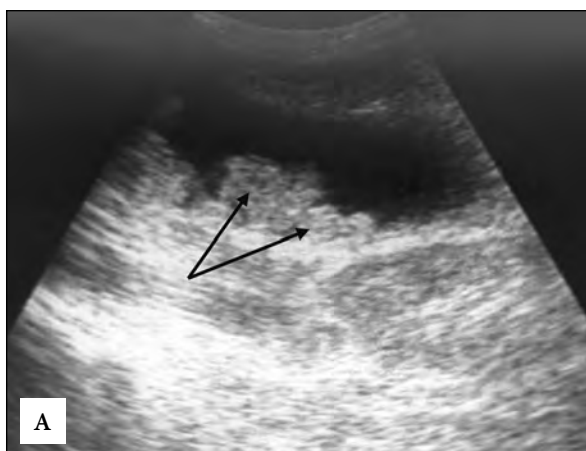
УЗИ. Замазкообразная желчь.
